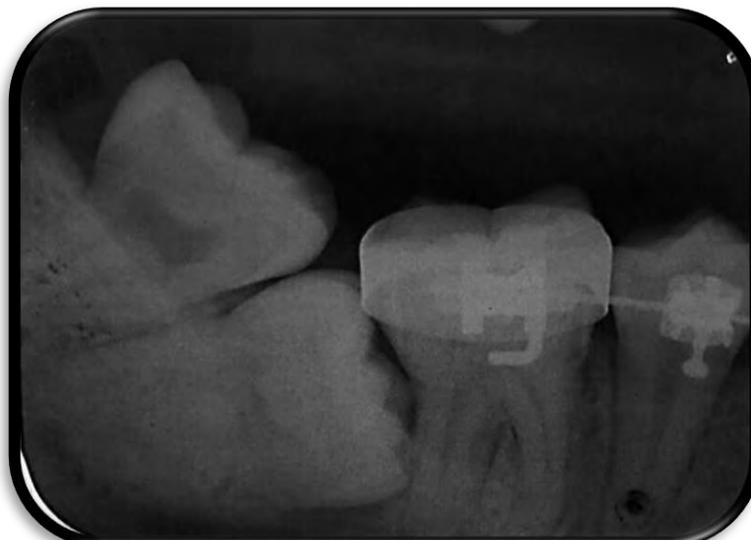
Radiografía periapical. Fuente propia.
